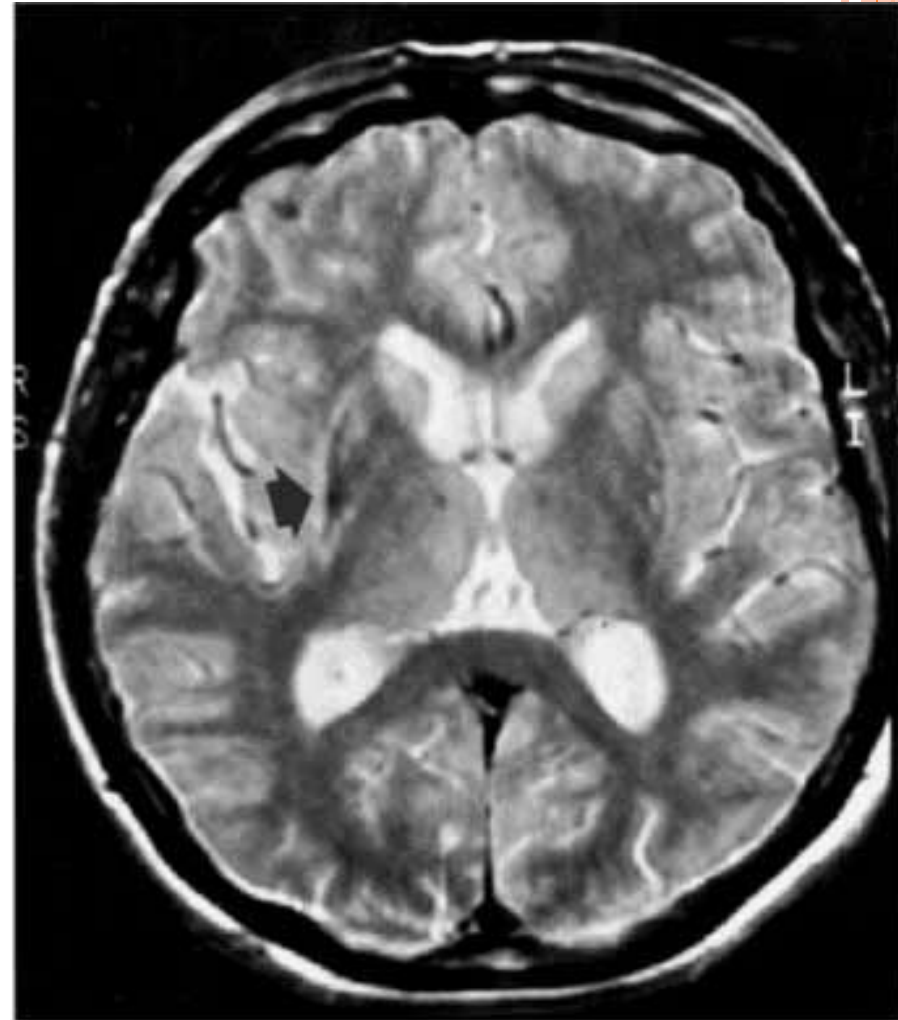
Атрофия скорлупы, гиперинтенсивный ободок (стрелка) возле нее и ее гипоинтенсивность по сравнению с бледным шаром на T2-взвешенной МРТ-томограмме (в режиме магнитной индукции 1,5 тесла) у больного МСА.
